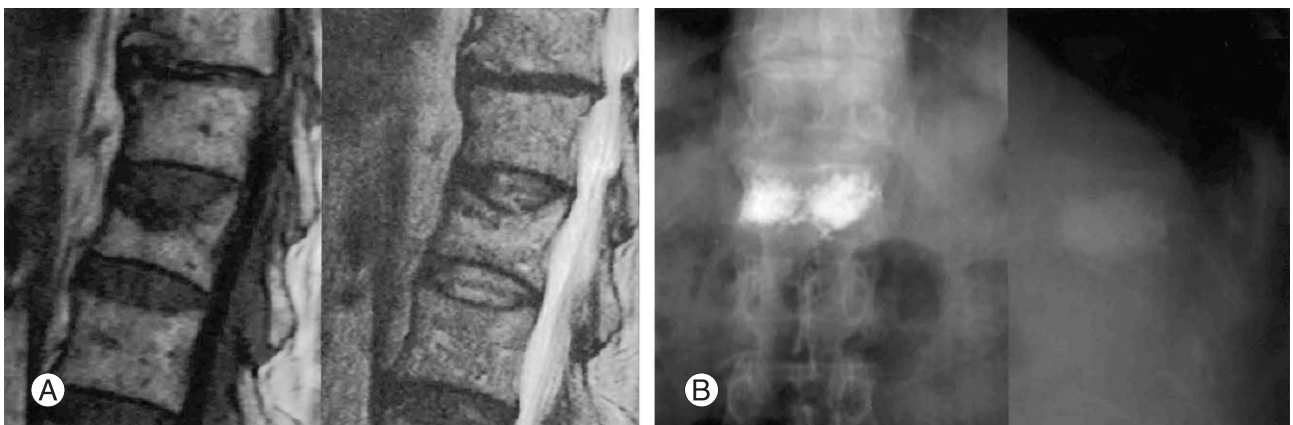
(A) The patient who is 78 years old female. She slipped down and complained back pain. Magnetic resonance images of lumbar vertebra. T1 & T2 weighted images show a vertebral body signal change, vertebral anterior height loss and disruption of upper endplate. (B). Postoperative radiographs of injured vertebra treated with kyphoplasty show a no leakage of bone cement via disrupted upper endplate.
